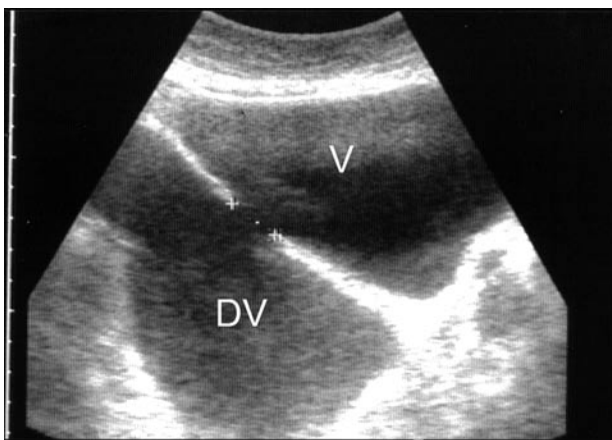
Ecografía vesical que muestra la vejiga (V), el divertículo vesical (DV) y el cuello diverticular.
